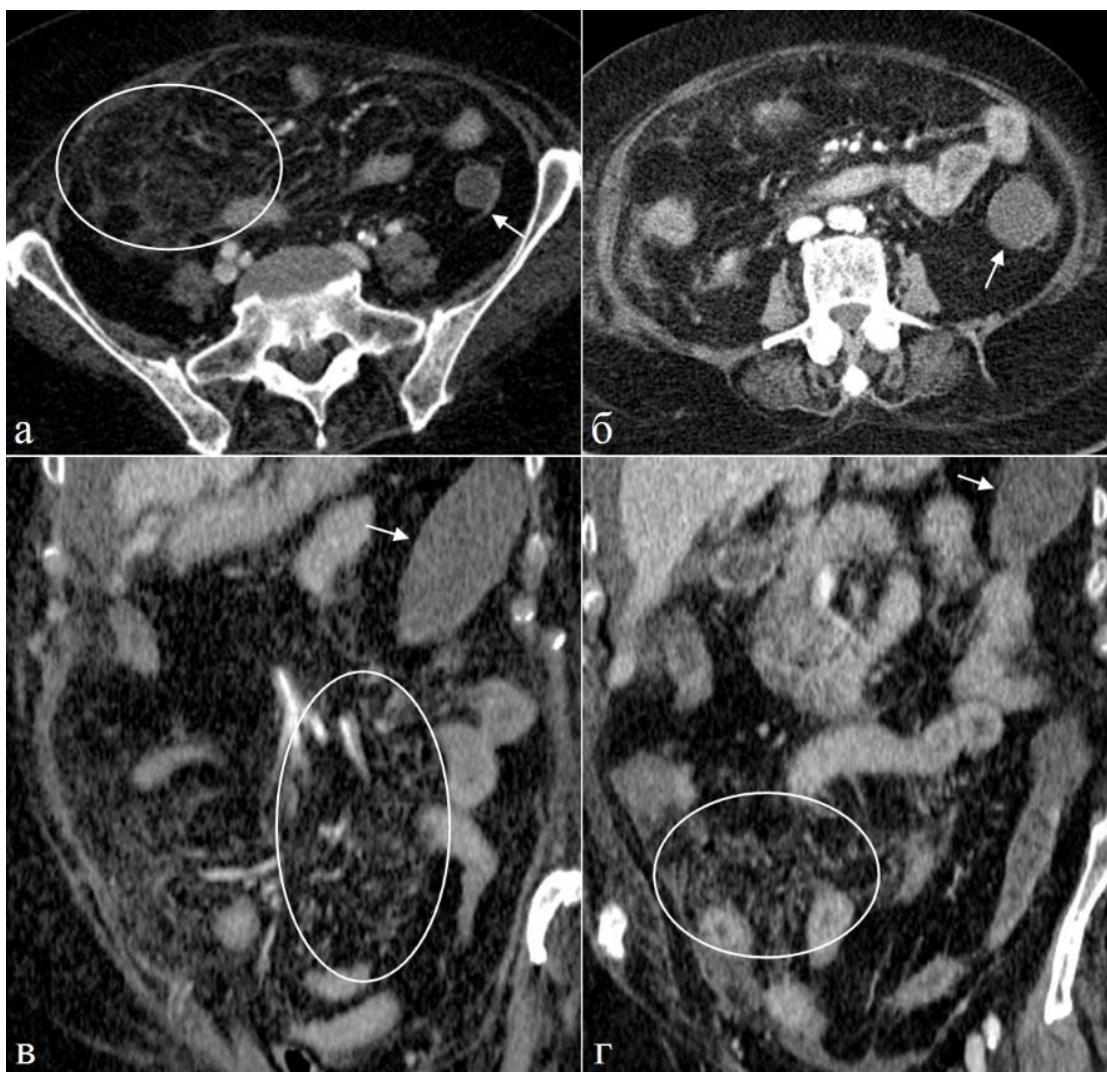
Больная 82 лет. Хронический ишемический колит. Токсический мегаколон. а), б) Аксиальные томограммы, в, г) фронтальная реконструкция. Паренхиматозная (а, в) и артериальная (б, г) фазы КУ. Сосудистый рисунок брыжейки усилен и обогащен (обведен овалом). Нисходящая кишка с уровня границы бассейнов кровоснабжения расширена, ее стенка истончена, не накапливает контрастный препарат (стрелки). В брюшной полости умеренное скопление жидкости.
